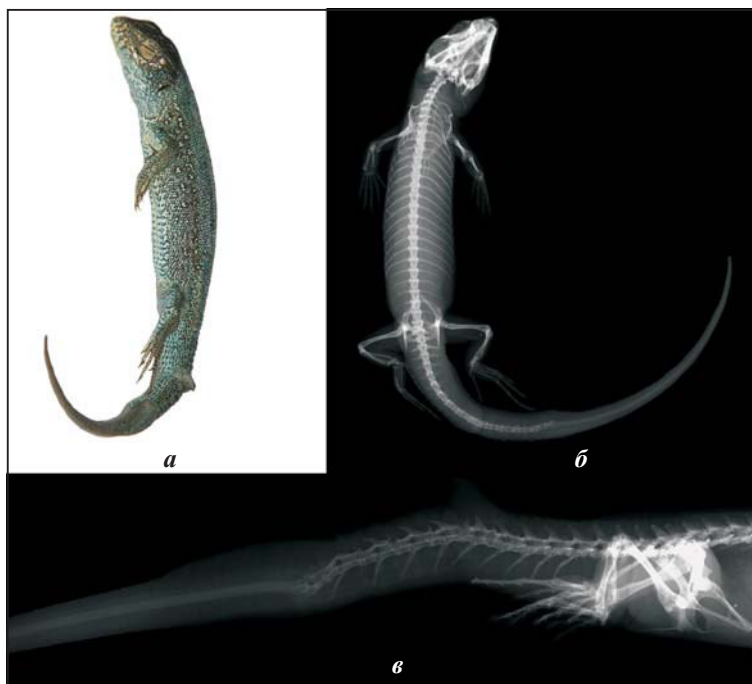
Самец *Eremias arguta* (окрестности хут. Чуносовский, Кумылженский район, хранится среди некаталогизированных коллекций) с каудальной бифуркацией, фото (а) и рентгенограмма (б)
